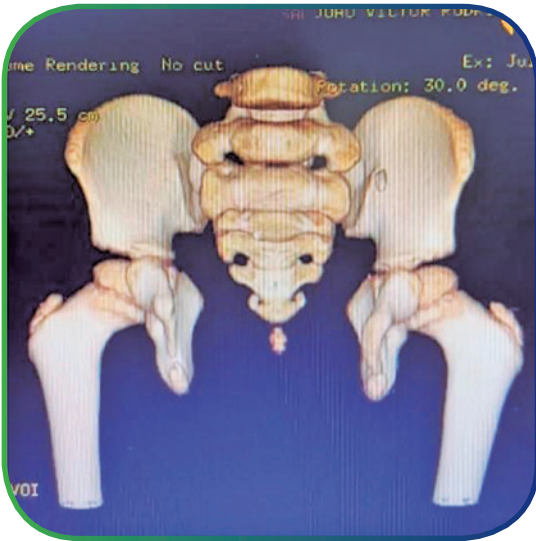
Reconstrução 3D de tomografia computadorizada da bacia óssea, com diástase da sínfise púbica.
